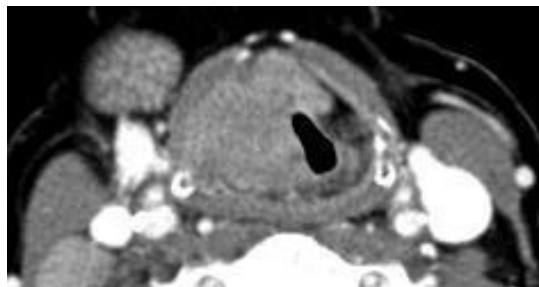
Neoplasia de CVD con invasión de banda ventricular a través del espacio paraglótico e invasión preepiglótica y extralaringea (rT4aNx) en CT con contraste
